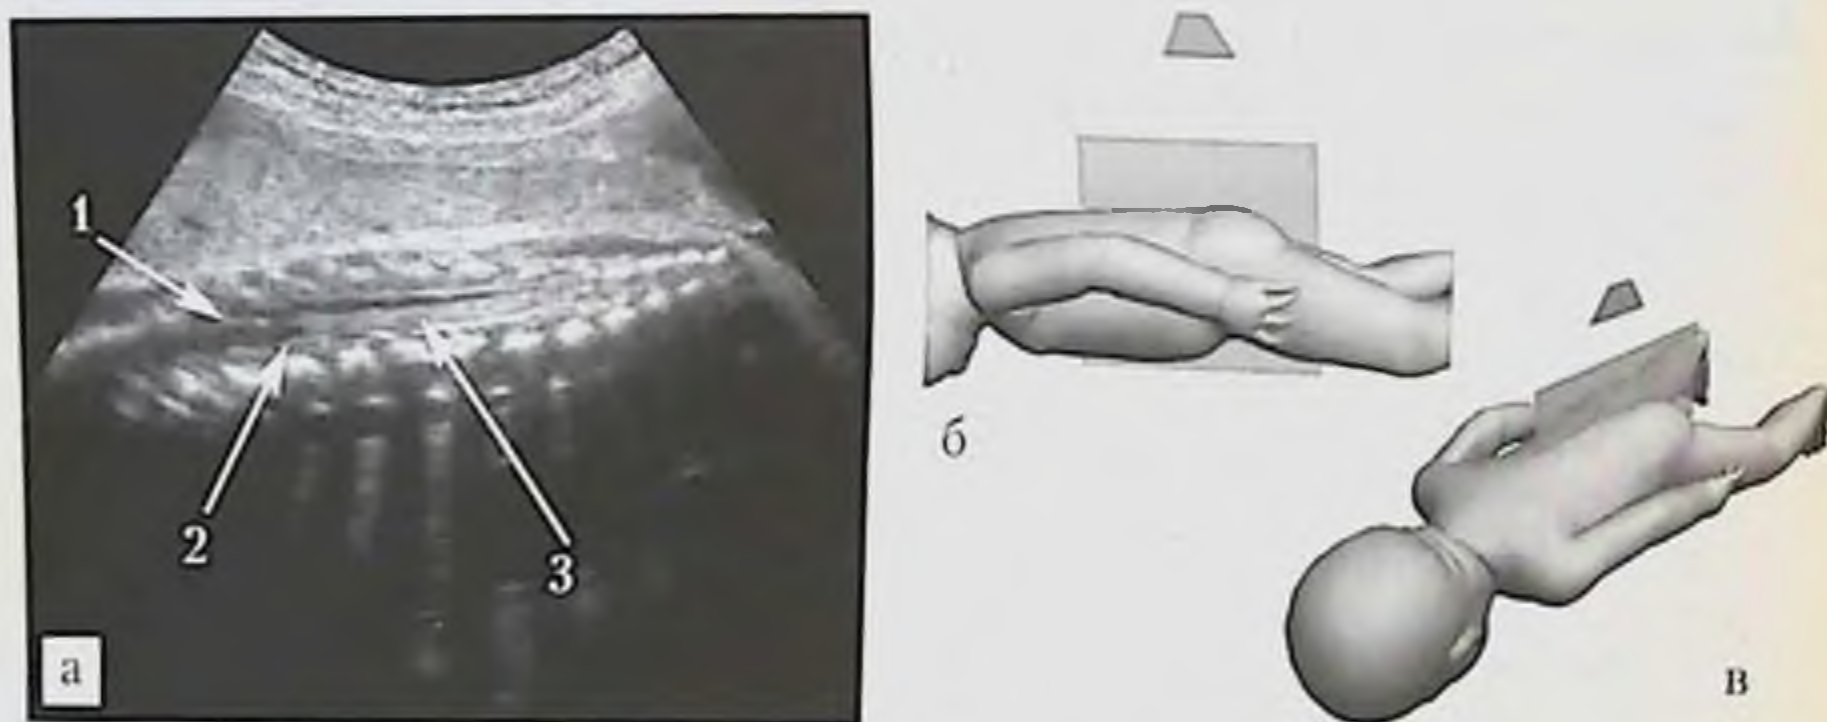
УЗИ позвоночника плода, сагиттальная плоскость: *а* — эхограмма поясничного и крестцово-копчикового отделов позвоночника в 32 нед гестации (трансабдоминальный доступ со стороны задней поверхности нижнего отдела туловища плода): 1 — пояснично-крестцовое утолщение спинного мозга, 2 — конус спинного мозга, 3 — конский хвост; *б, в* — схемы расположения датчика и ориентации плоскости сканирования.
